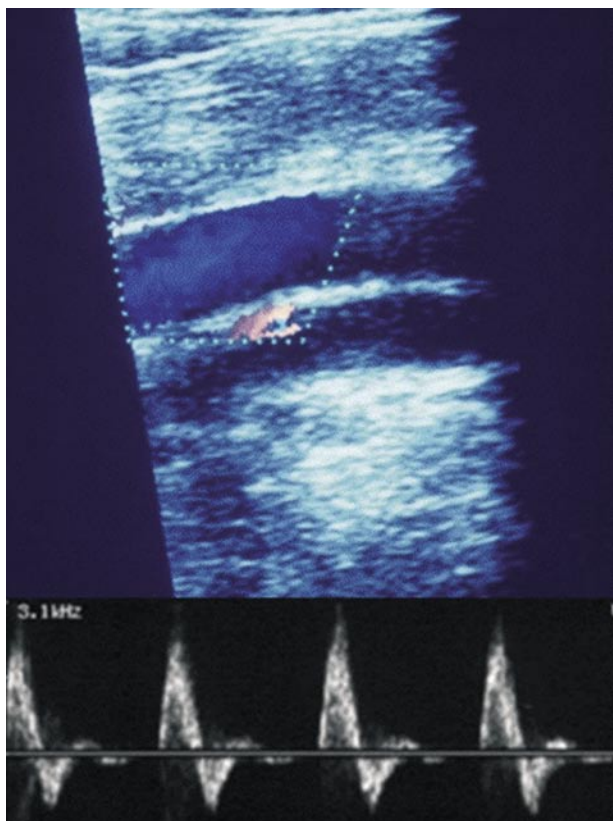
Eco-doppler arteria femoral. Patrón de onda trifásico característico de una arteria femoral normal.
